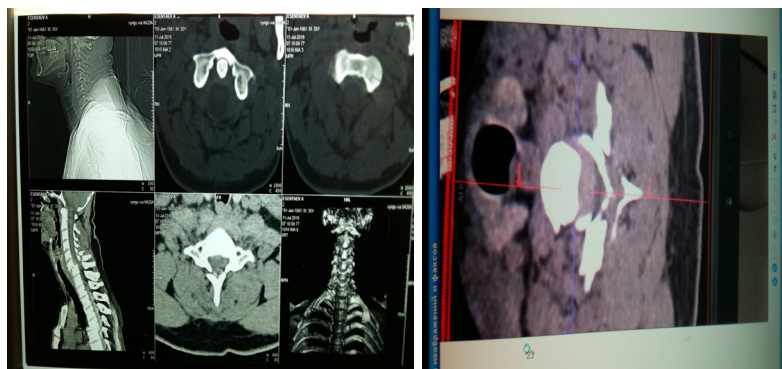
КТ больного до операции. Отмечается сцепившийся подвывих С6 позвонка кпереди со стенозом позвоночного канала. Перелом остистых отростков С5, С6 позвонков. Перелом обеих нижних суставных отростков С6 позвонков
